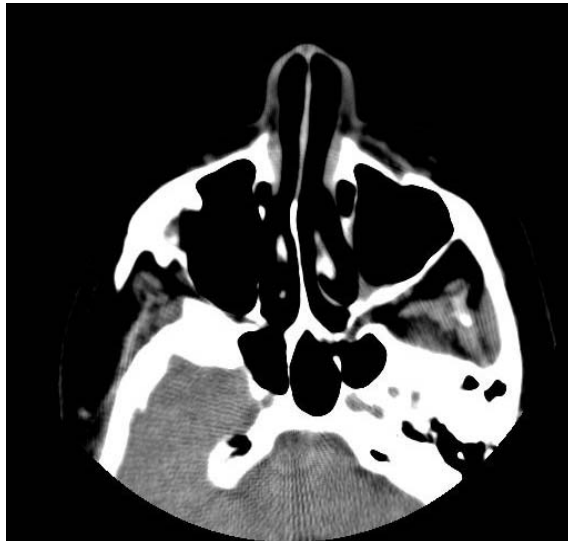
Imagen TAC. Corte de seno nasal.
